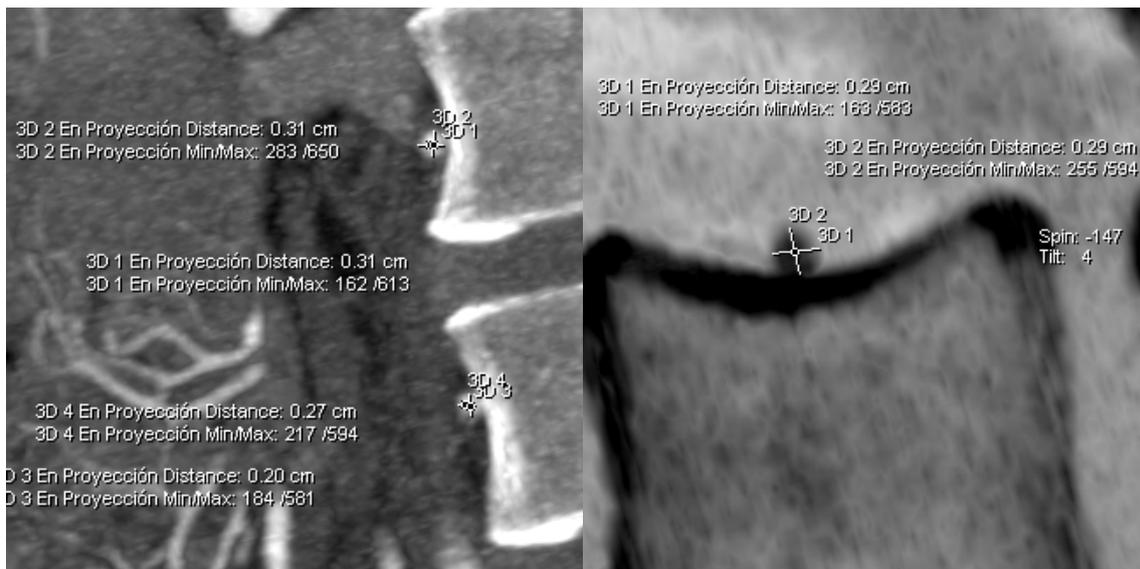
Véase las reconstrucciones MPR que se realizan con medición del calibre en los diferentes planos en una angi tomografía raquimedular sin isosorbide en donde se visualiza la arteria vinculada y comparando con la administración de isosorbide (en la imagen inferior) en donde se aprecia el incremento de calibre arterial al doble de la inicial, lo que permite una mejor opacificación y visualización de las arterias vinculadas en la lesión fistulosa.
